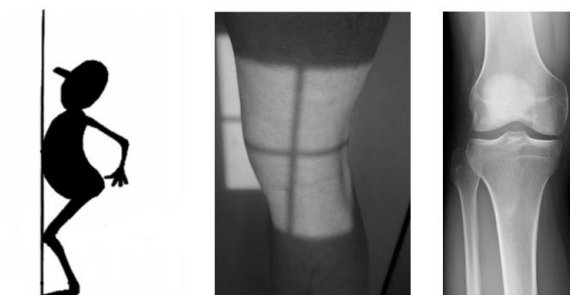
Radiographie postéro-antérieure "en schuss" d'un genou normal [71]
